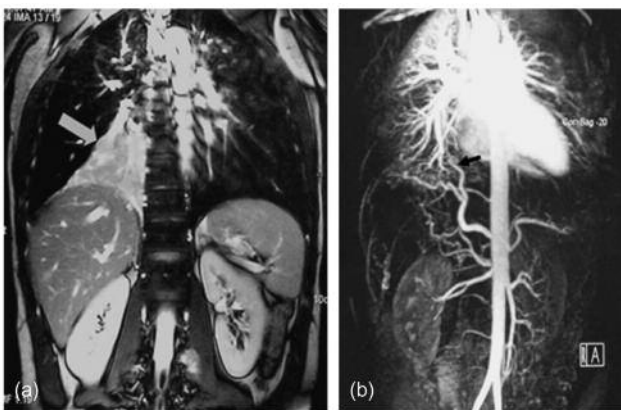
МРТ-корональные срезы TruFISP – в нижней доле правого легкого секвестрированный сегмент (а). МР-ангиография (б) – питающая артерия, отходящая от аорты [Abbeyatal P. Journal of Medical Imaging and Radiation Oncology 53 (2009) 22–31]
